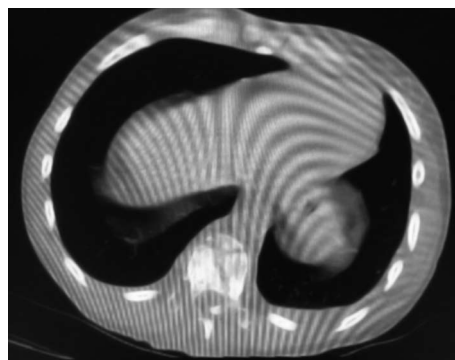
Комп'ютерна томограма в аксіальній площині. Перелом T_8 хребця. Значна компресія дурального мішка уламками тіла й дуги T_8 хребця вентральню та ліворуч.
